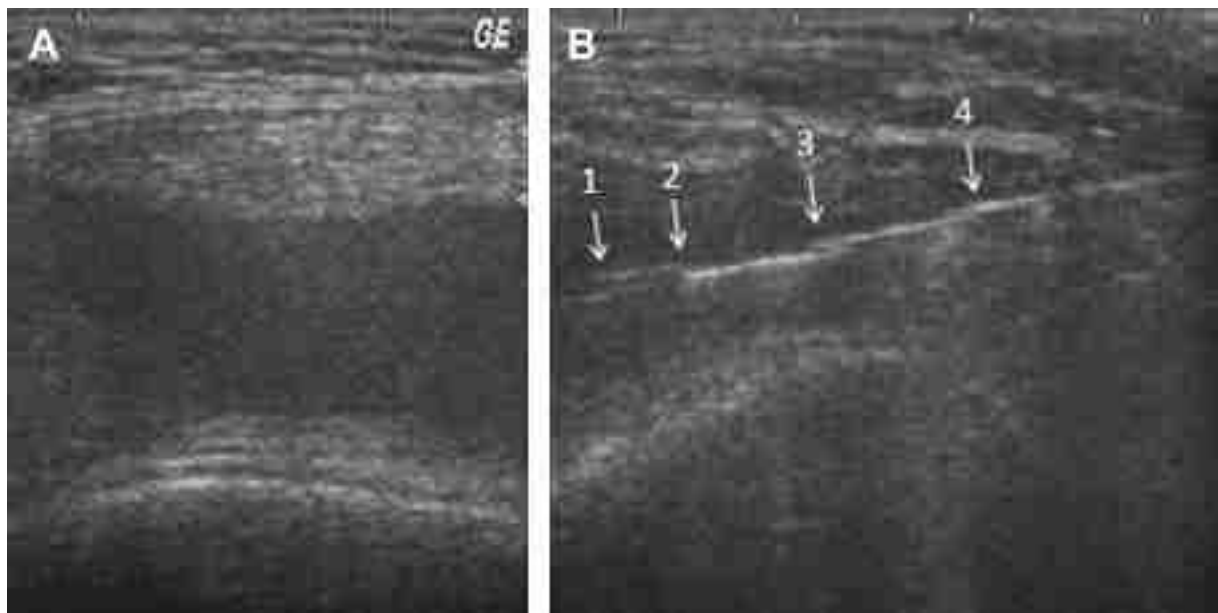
Exemple d'utilisation échoguidé d'une aiguille semi-automatique pour la réalisation d'une biopsie synoviale de genou. Source : Lai, Kuo-Lung & Chen, Hsin-Hua & Wen, Mei-Chin & Chen, Yi-Ming & Lan, Joung-Liang & Chen, Der-Yuan. (2013). Minimally Invasive Ultrasound-guided Synovial Biopsy Using SuperCore Biopsy Instrument. *Journal of Medical Ultrasound*. 21. 132–137. 10.1016/j.jmu.2013.07.004.
